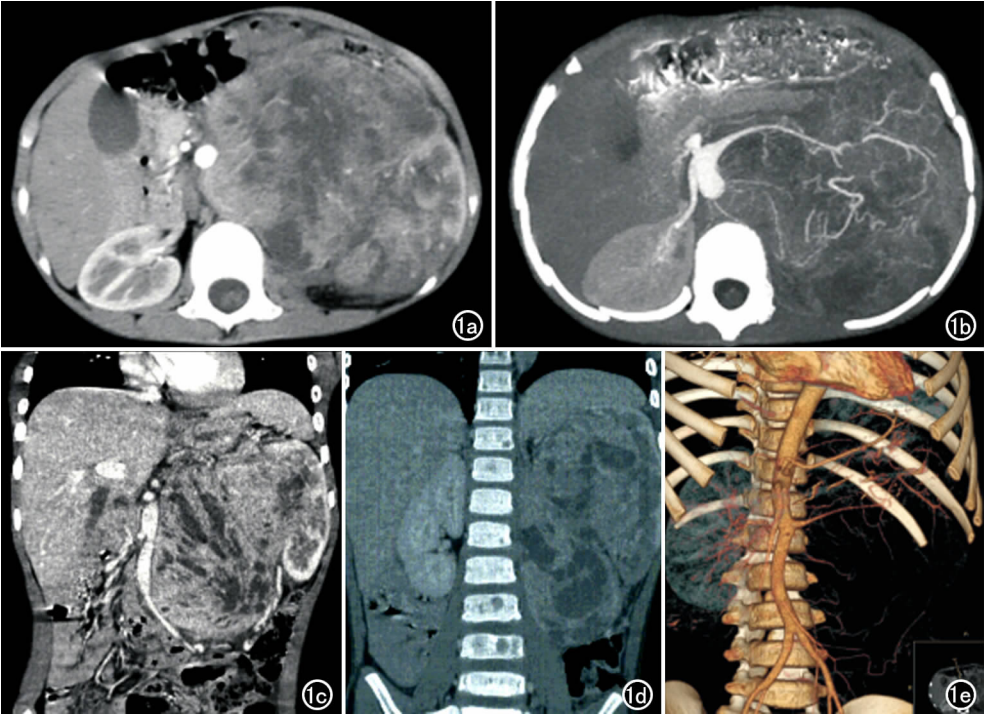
患儿,男,5 岁。a) CT 增强轴面动脉期,示左肾区分叶状包块,呈混杂密度,腹主动脉推移并部分包埋; b) 轴面最大密度投影,示瘤体内多发小动脉; c) 冠状面重组,示瘤体实性部分强化明显,与坏死灶相间形成虎斑样改变; d) 冠状面重组,示椎体多发骨转移; e) 容积再现,示瘤体内多发细小动脉,以左肾动脉为中心腹主动脉成“反 3 状”受压右移。
